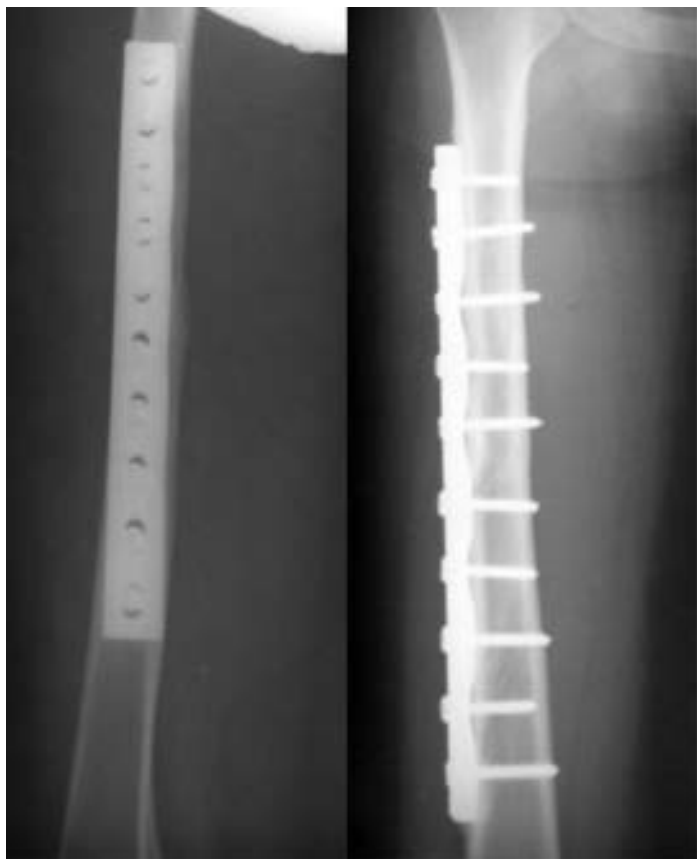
Рентгенограммы больной П., 28 лет, в двух проекциях через семь месяцев после открытого адаптационного остеосинтеза и коллапанопластики гранулами (консолидация перелома).
